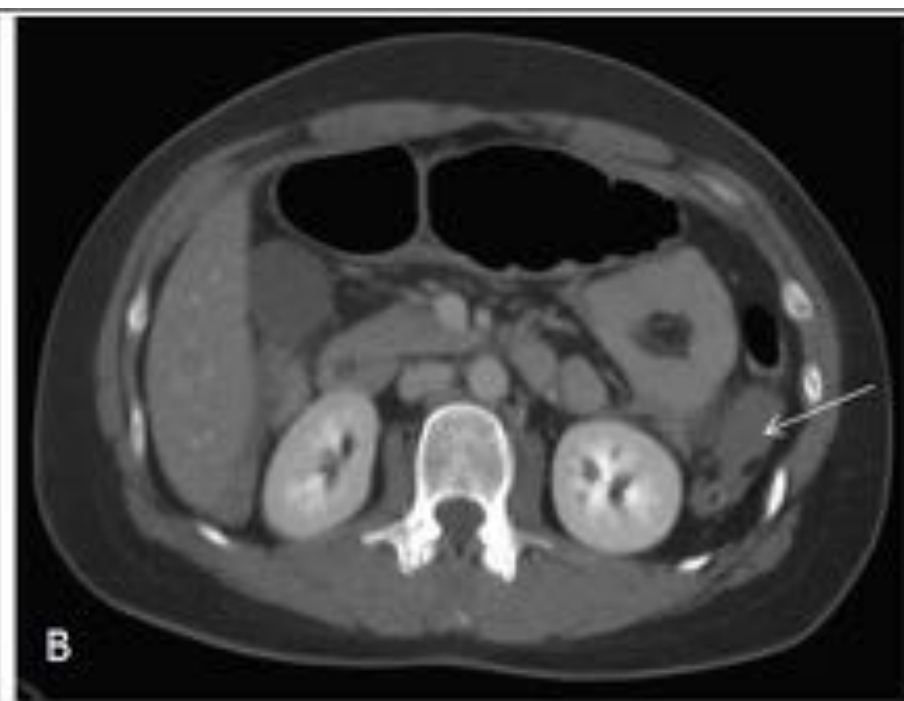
Desgarro mesentérico. TC abdominal con contraste (v). De craneal a caudal: líquido dando perihepático, periesplénico y entre asas (flecha blanca), que se acompaña de trabeculación de la grasa en la raíz del mesenterio (punta de flecha). En ausencia de lesión de víscera sólida, plantea a lesión mesentérica o del intestino intraperitoneal.
